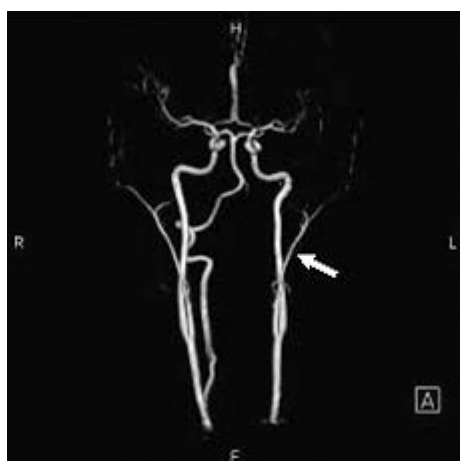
МРТ сосудов головы и шеи ребенка К., 16 лет. Гипоплазия левой позвоночной артерии
